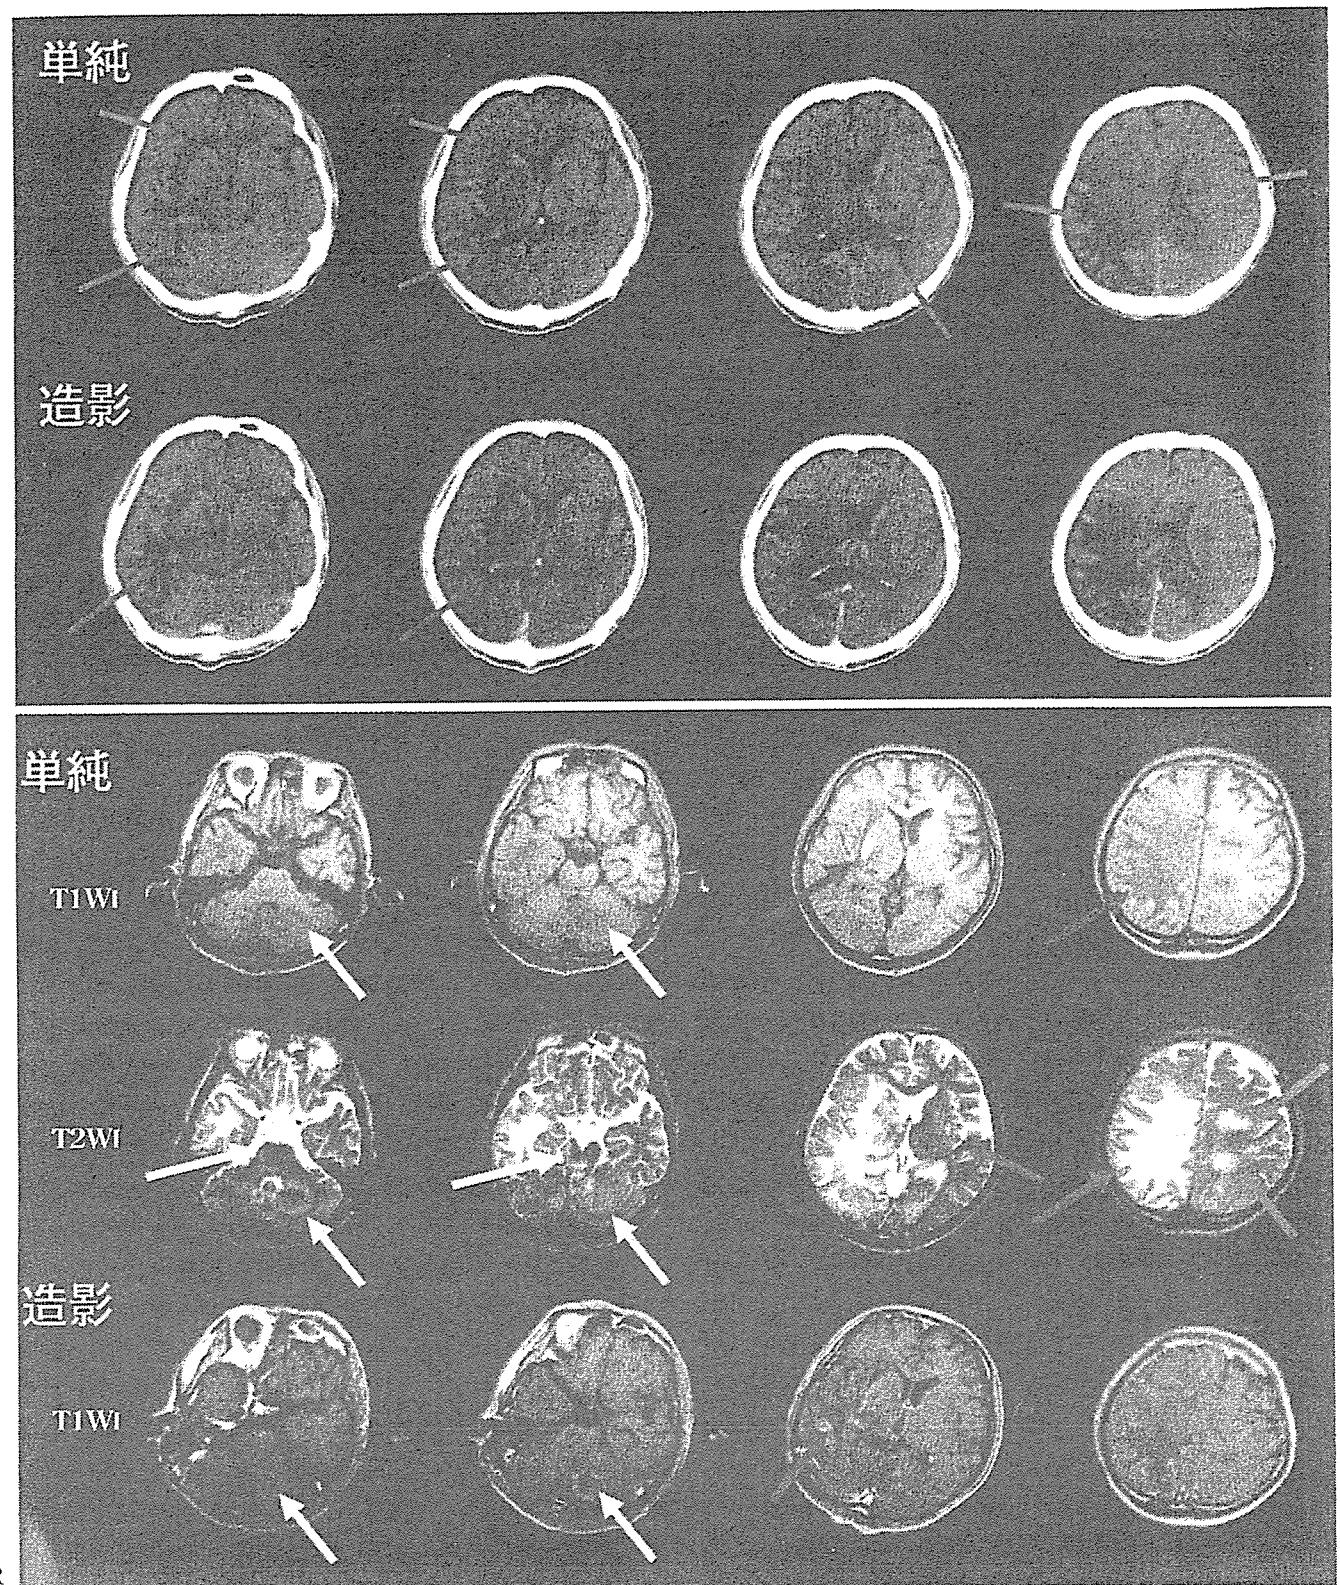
入院1カ月後の頭部CT(上段)・MRI(下段)画像
